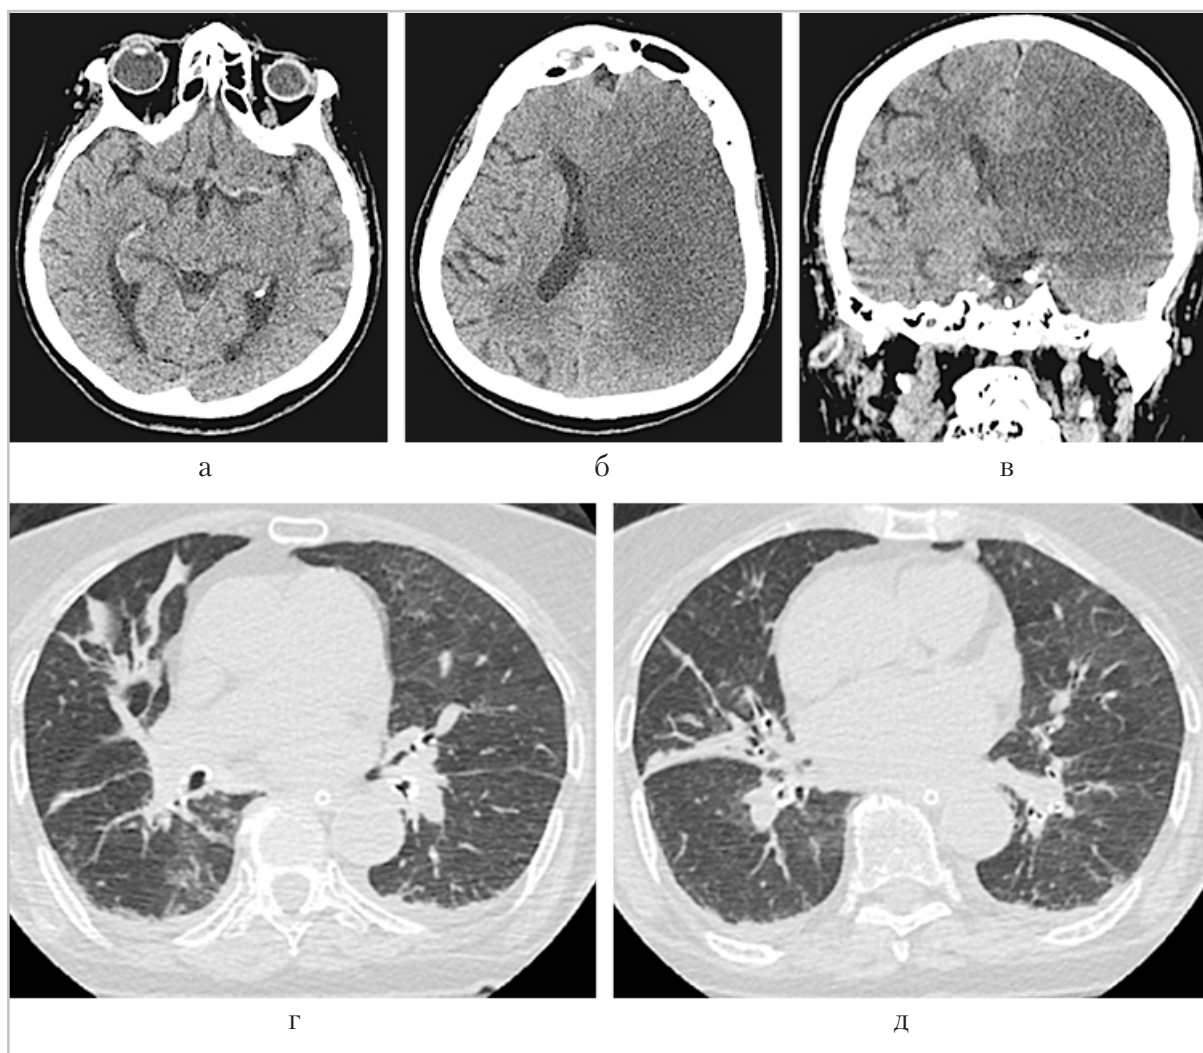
Компьютерные томограммы головного мозга и легких: аксиальная (а, б, г, д) и коронарная (в) проекции. Пациент Б., 91 год, при поступлении (а) выявлены ранние КТ-признаки ОНМК, симптом «плотной» СМА. Через сутки (б, в) обширный инфаркт мозга в левом полушарии (бассейн ЛСМА) по смешанному типу с дислокацией срединных структур. Двусторонняя вирусная пневмония, с высокой вероятностью вызванная вирусом SARS-CoV-2 (КТ-3)
